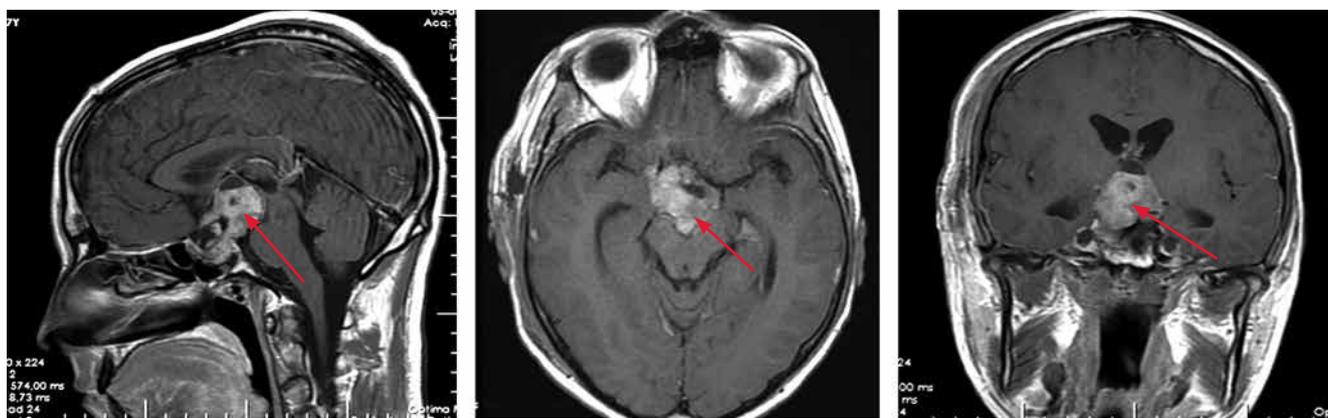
Магнитно-резонансные томограммы пациента К. через 1 мес после повторной операции. Частичное удаление опухоли, регресс окклюзионной гидроцефалии. Стрелками указаны остатки опухоли
